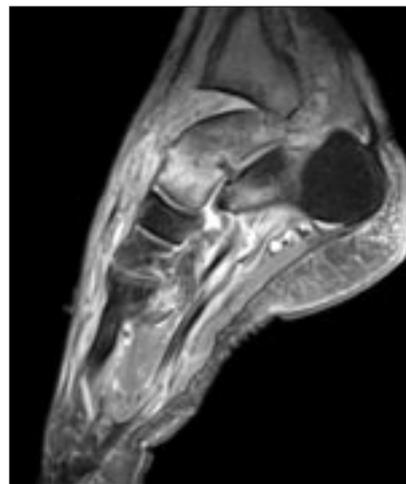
МРТ стопы, FSat, сагиттальная (*а*) и коронарная (*б*) проекции пациента В., 39 лет. СД 2 типа. Диабетическая стопа, смешанный тип. Остеомиелит пяточной кости. Обширный отек костного мозга пяточной кости, преимущественно в области бугра. По всей дистальной поверхности бугра пяточной кости отсутствует кортикальный слой. По подошвенной поверхности на фоне отека дефект мягких тканей (1,1×1,6 см), соприкасающийся с наружным контуром бугра пяточной кости. По ходу дефекта мягких тканей – структура с низкоинтенсивным сигналом (турунда).
